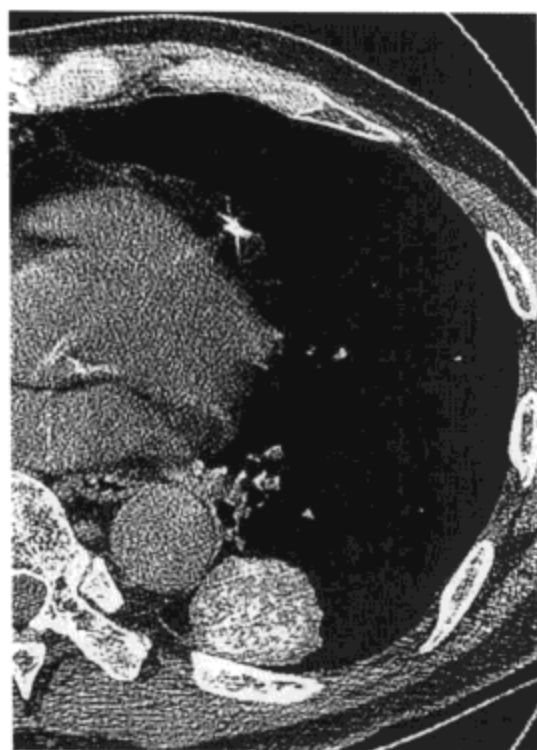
钙化性转移。CT影像(1.0mm层厚)示左肺下叶钙化性肿块。病人为一55岁女性，患结肠腺癌转移。
